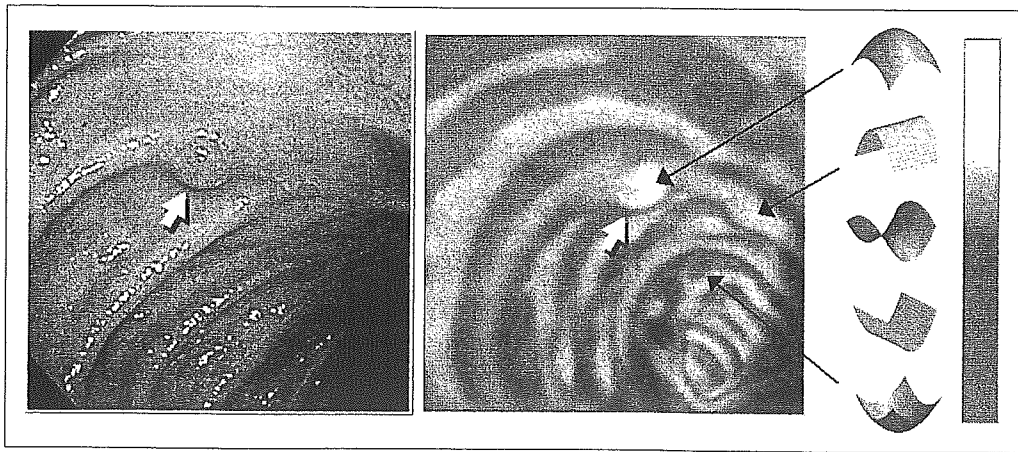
内視鏡とCTコロノグラフィによる大腸ポリープの検出の結果の比較
